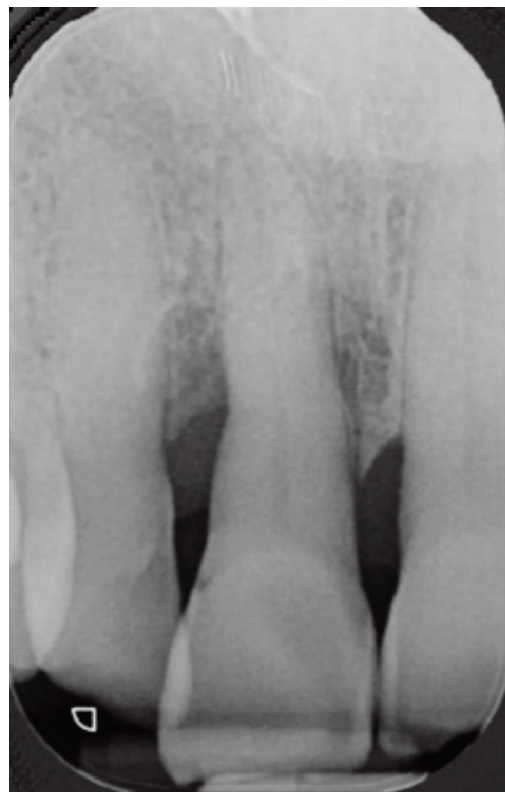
Radiografía periapical inicial del ICSD.
